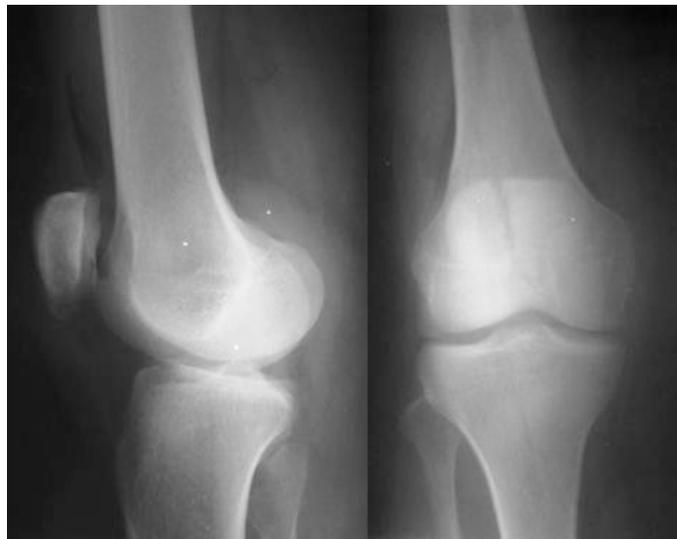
Radiografías AP y lateral de rodilla donde se observa pérdida de continuidad ósea a nivel de patela con trazo simple vertical.
